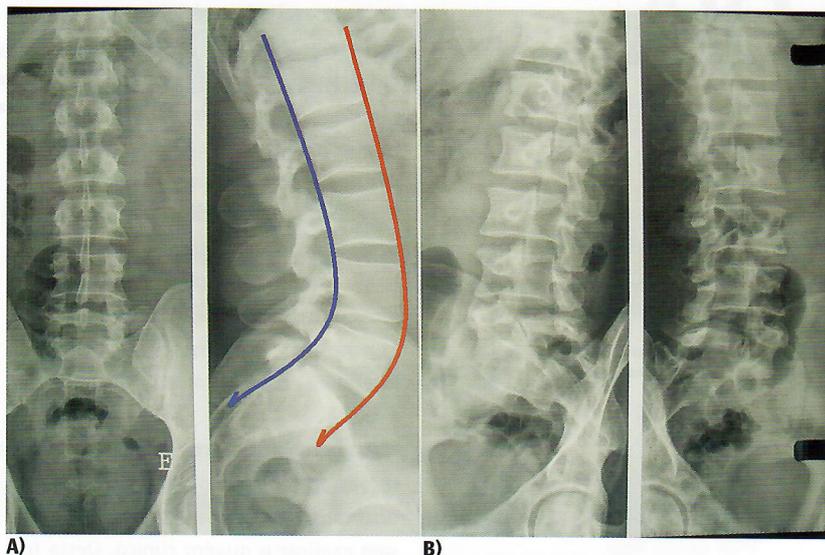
A) radiografia simples demonstrando as linhas longitudinal anterior e posterior e em B) radiografias oblíquas direita e esquerda a 30º para visualização das facetas articulares
